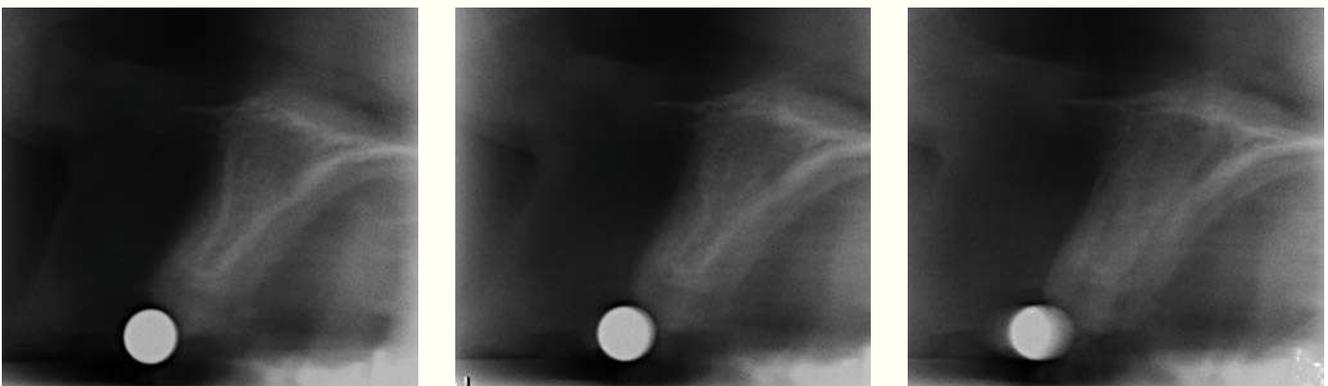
Tomografía transversal del maxilar.
